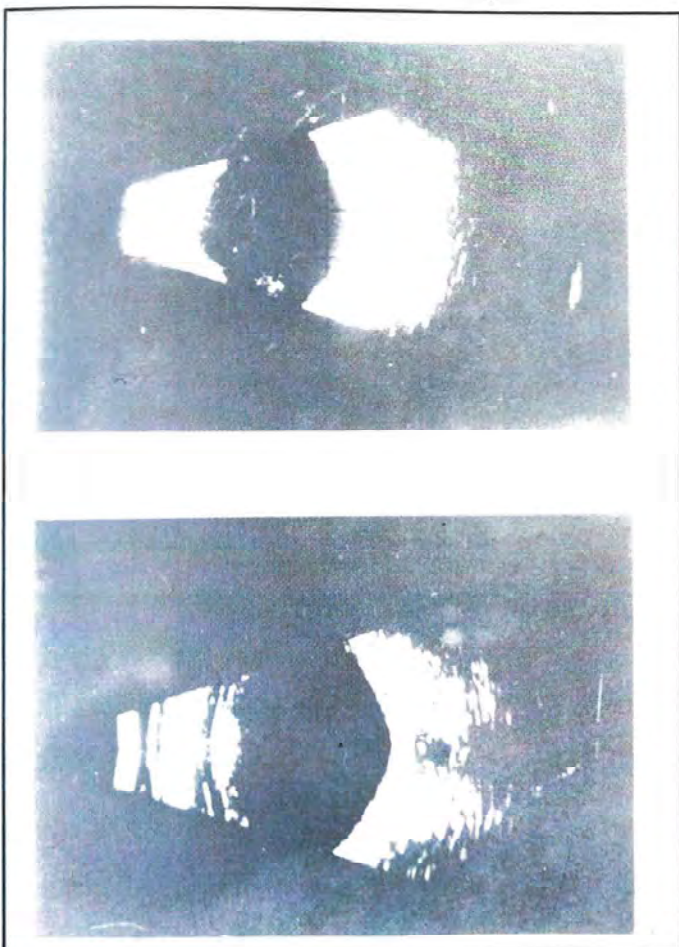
Ecografia B - acima direito onde não se evidencia imagem característica de nervo óptico; abaixo olho esquerdo de aspecto normal.
